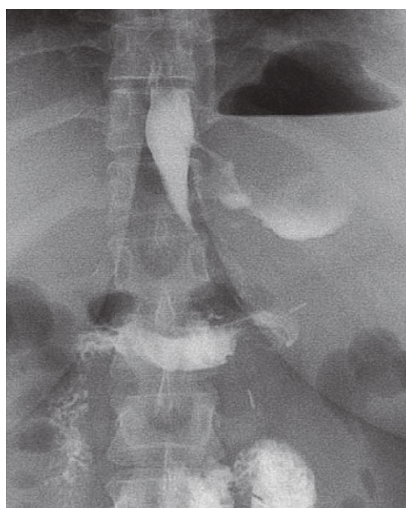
X-ray of the gastric tube with extravasation of water-soluble contrast and the level of fluid in the abscess cavity in the left subdiaphragmatic space.
